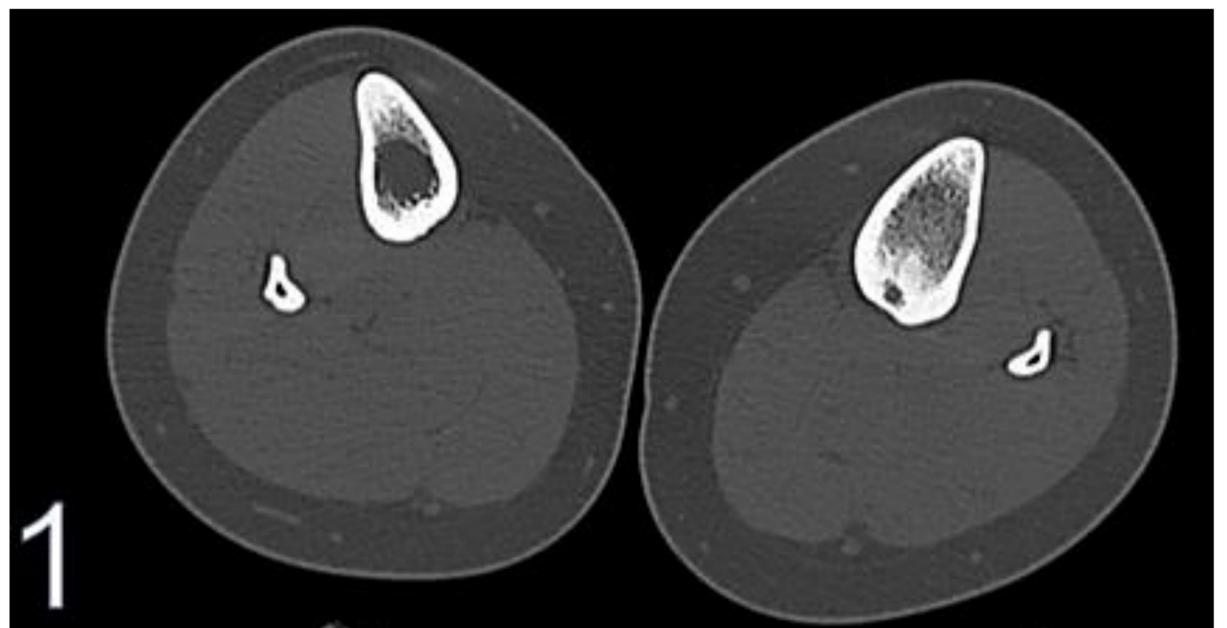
En la RM (2) complementaria se observa alteración de señal en la médula ósea adyacente al nidus (flecha) en relación con edema óseo reactivo. No se observa edema de partes blandas.
